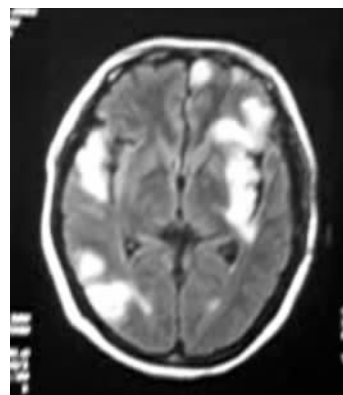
患者(病例 2)脑皮质及皮质下多发高信号病灶 (MRI T₂)
